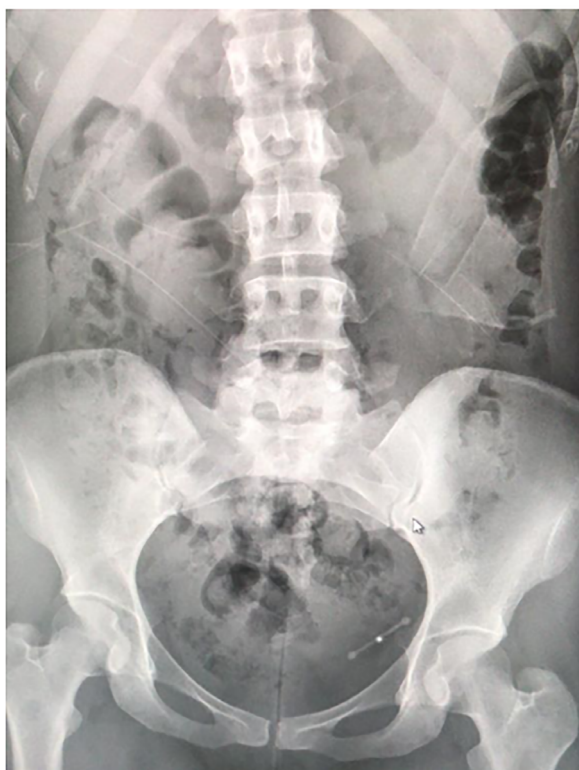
Radiografia abdominal evidenciando DIU.
